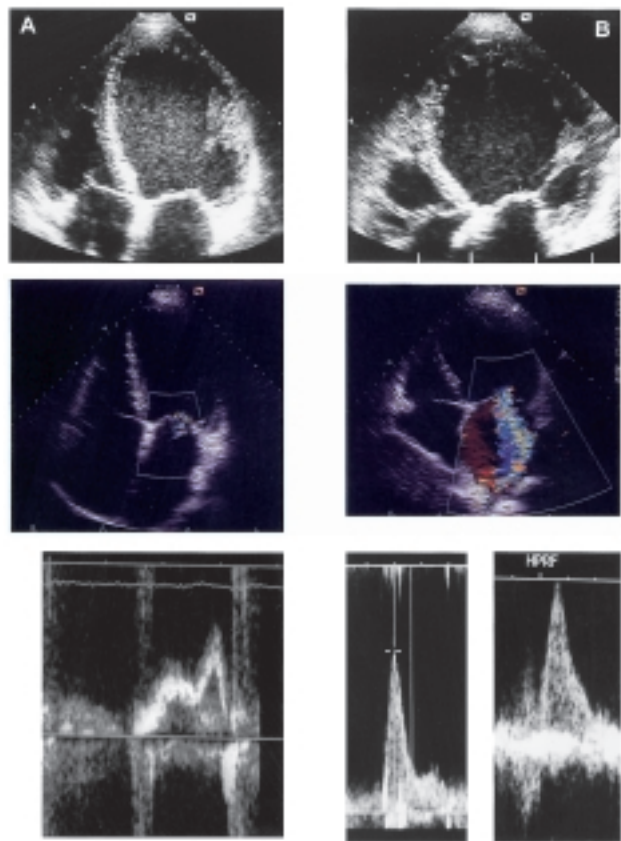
Ruolo delle alterazioni geometriche del ventricolo sinistro e delle anomalie delle componenti dell'apparato valvolare mitralico nel determinismo dell'insufficienza mitralica funzionale nei pazienti con scompenso cardiaco. Entrambi i ventricoli qui raffigurati sono caratterizzati da un aumento rilevante del volume telediastolico e da una severa disfunzione sistolica (frazione di eiezione < 20%). Tuttavia, il ventricolo sul lato sinistro della figura (A) è caratterizzato da un rapporto tra diametro maggiore e diametro minore di circa 1.3, a dimostrare che la cavità mantiene una conformazione ellissoidale; inoltre non vi è evidenza di una rilevante dislocazione del muscolo papillare e la coaptazione dei lembi valvolari è preservata; infine, l'anulus mitralico è solo lievemente dilatato (28 mm). Ne consegue un'insufficienza mitralica di grado lieve al color Doppler, apparentemente senza un apprezzabile incremento della pressione media in atrio sinistro, come confermato dal profilo del flusso transmitralico al Doppler pulsato, che è del tipo anormale rilasciamento (rapporto E/A << 1, tempo di decelerazione del riempimento rapido prolungato). Al contrario, il ventricolo sul lato destro della figura (B) presenta un rapporto tra diametro maggiore e diametro minore di circa 1 (conformazione sferica), il muscolo papillare è dislocato in direzione postero-laterale, con le corde tendinee in tensione, soprattutto sul lembo posteriore, la cui escursione è ridotta. Ne consegue un'incompleta coaptazione sistolica dei lembi che, associata ad una dilatazione dell'anulus mitralico (35 mm), determina un'insufficienza mitralica di grado rilevante, con il jet di rigurgito al color Doppler che raggiunge il tetto dell'atrio e lo sbocco delle vene polmonari; la pressione media in atrio sinistro è elevata come confermato dal profilo del flusso transmitralico di tipo restrittivo (tempo di decelerazione del riempimento rapido < 120 ms) e dalla scomparsa della componente sistolica nel flusso venoso polmonare.
